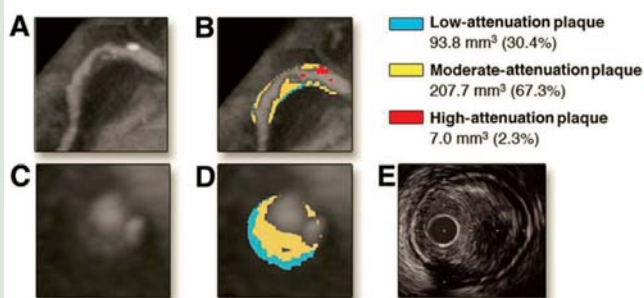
冠動脈CTでみた、冠動脈プラーク。青い部分がプラーク内の脂質成分
